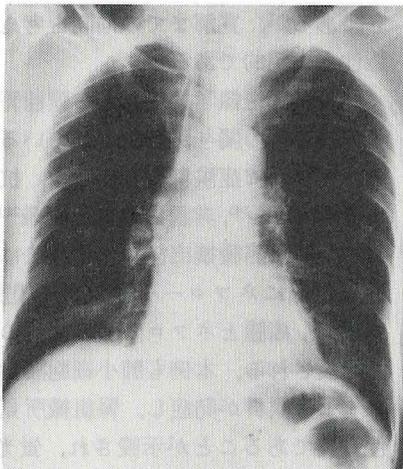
昭和61年1月、2回目入院時胸部X線写真
